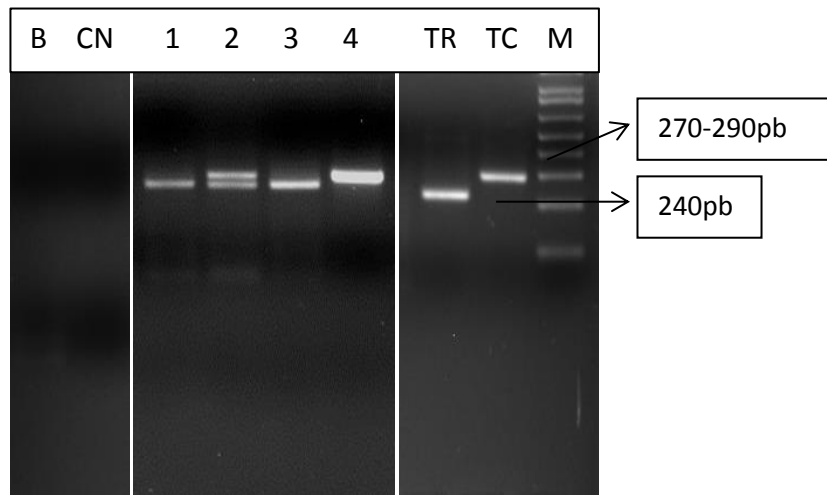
Amostras confirmadas por meio de PCR usando os *primers* D75/D76, específico para tripanossomatídeos. M: marcador molecular; B: branco; CN: controle negativo; 1 e 3 amostras positivas de *Blastocrithidia sp.* (~250pb); 2 amostra mista para *Trypanosoma cruzi* e *Blastocrithidia sp.*; 4 amostra positiva de *Trypanosoma cruzi*; TR: *Trypanosoma rangeli*; TC: Cultura de *Trypanosoma cruzi* da cepa Berenice.
